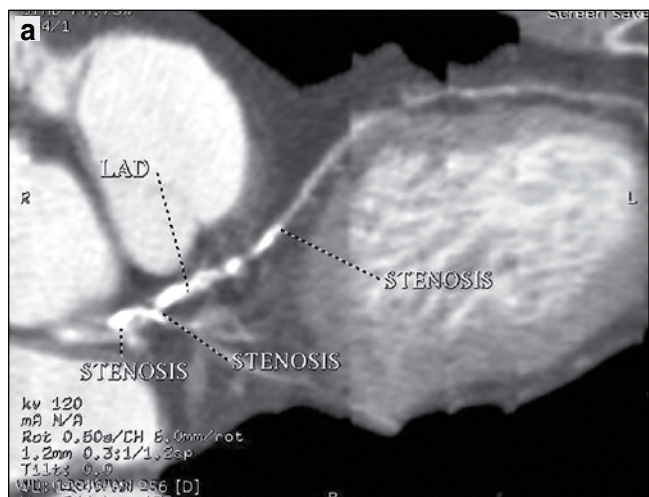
МСКТ-коронарографія під час обробки даних за допомогою багатоплоскиних реконструкцій:
